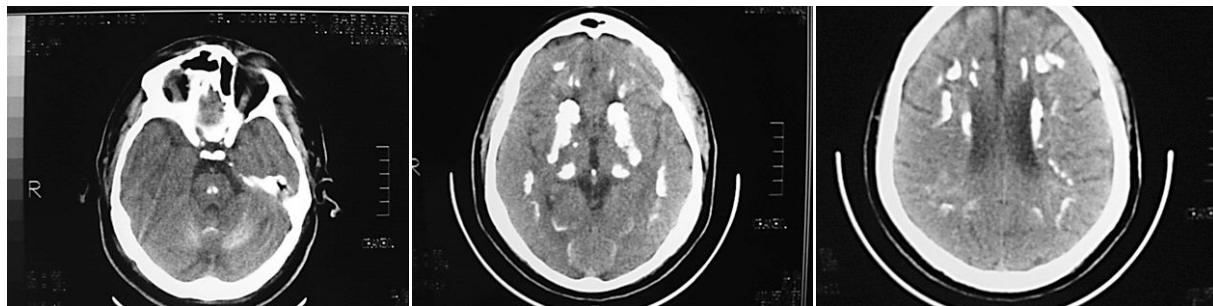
Tomografía computarizada cerebral. Lesiones calcificadas típicas que sugieren enfermedad de Fahr.
